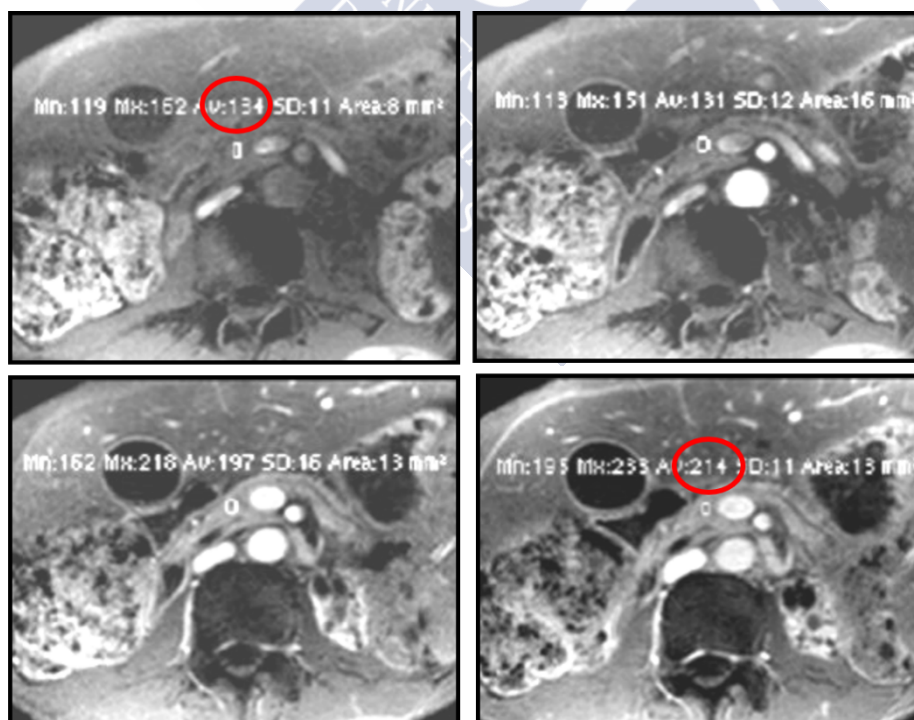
Estudio mediante Resonancia Magnética con Gadolinio en paciente con sospecha de pancreatitis crónica. Este estudio muestra un Signal Intensity ratio de 1.59 (<1.7), por tanto, sugestivo de la enfermedad
